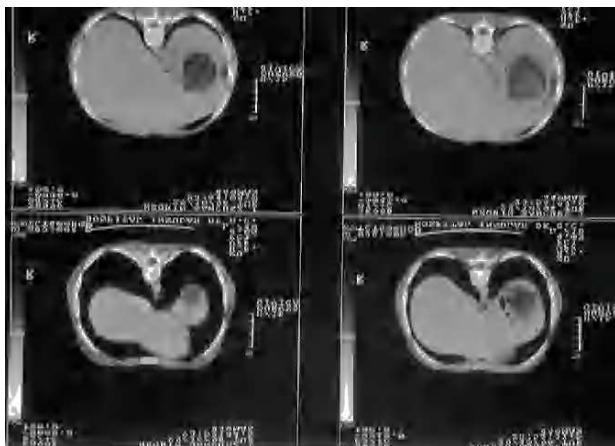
Tomografía computarizada de abdomen: tumoreación en el hipocondrio izquierdo.
